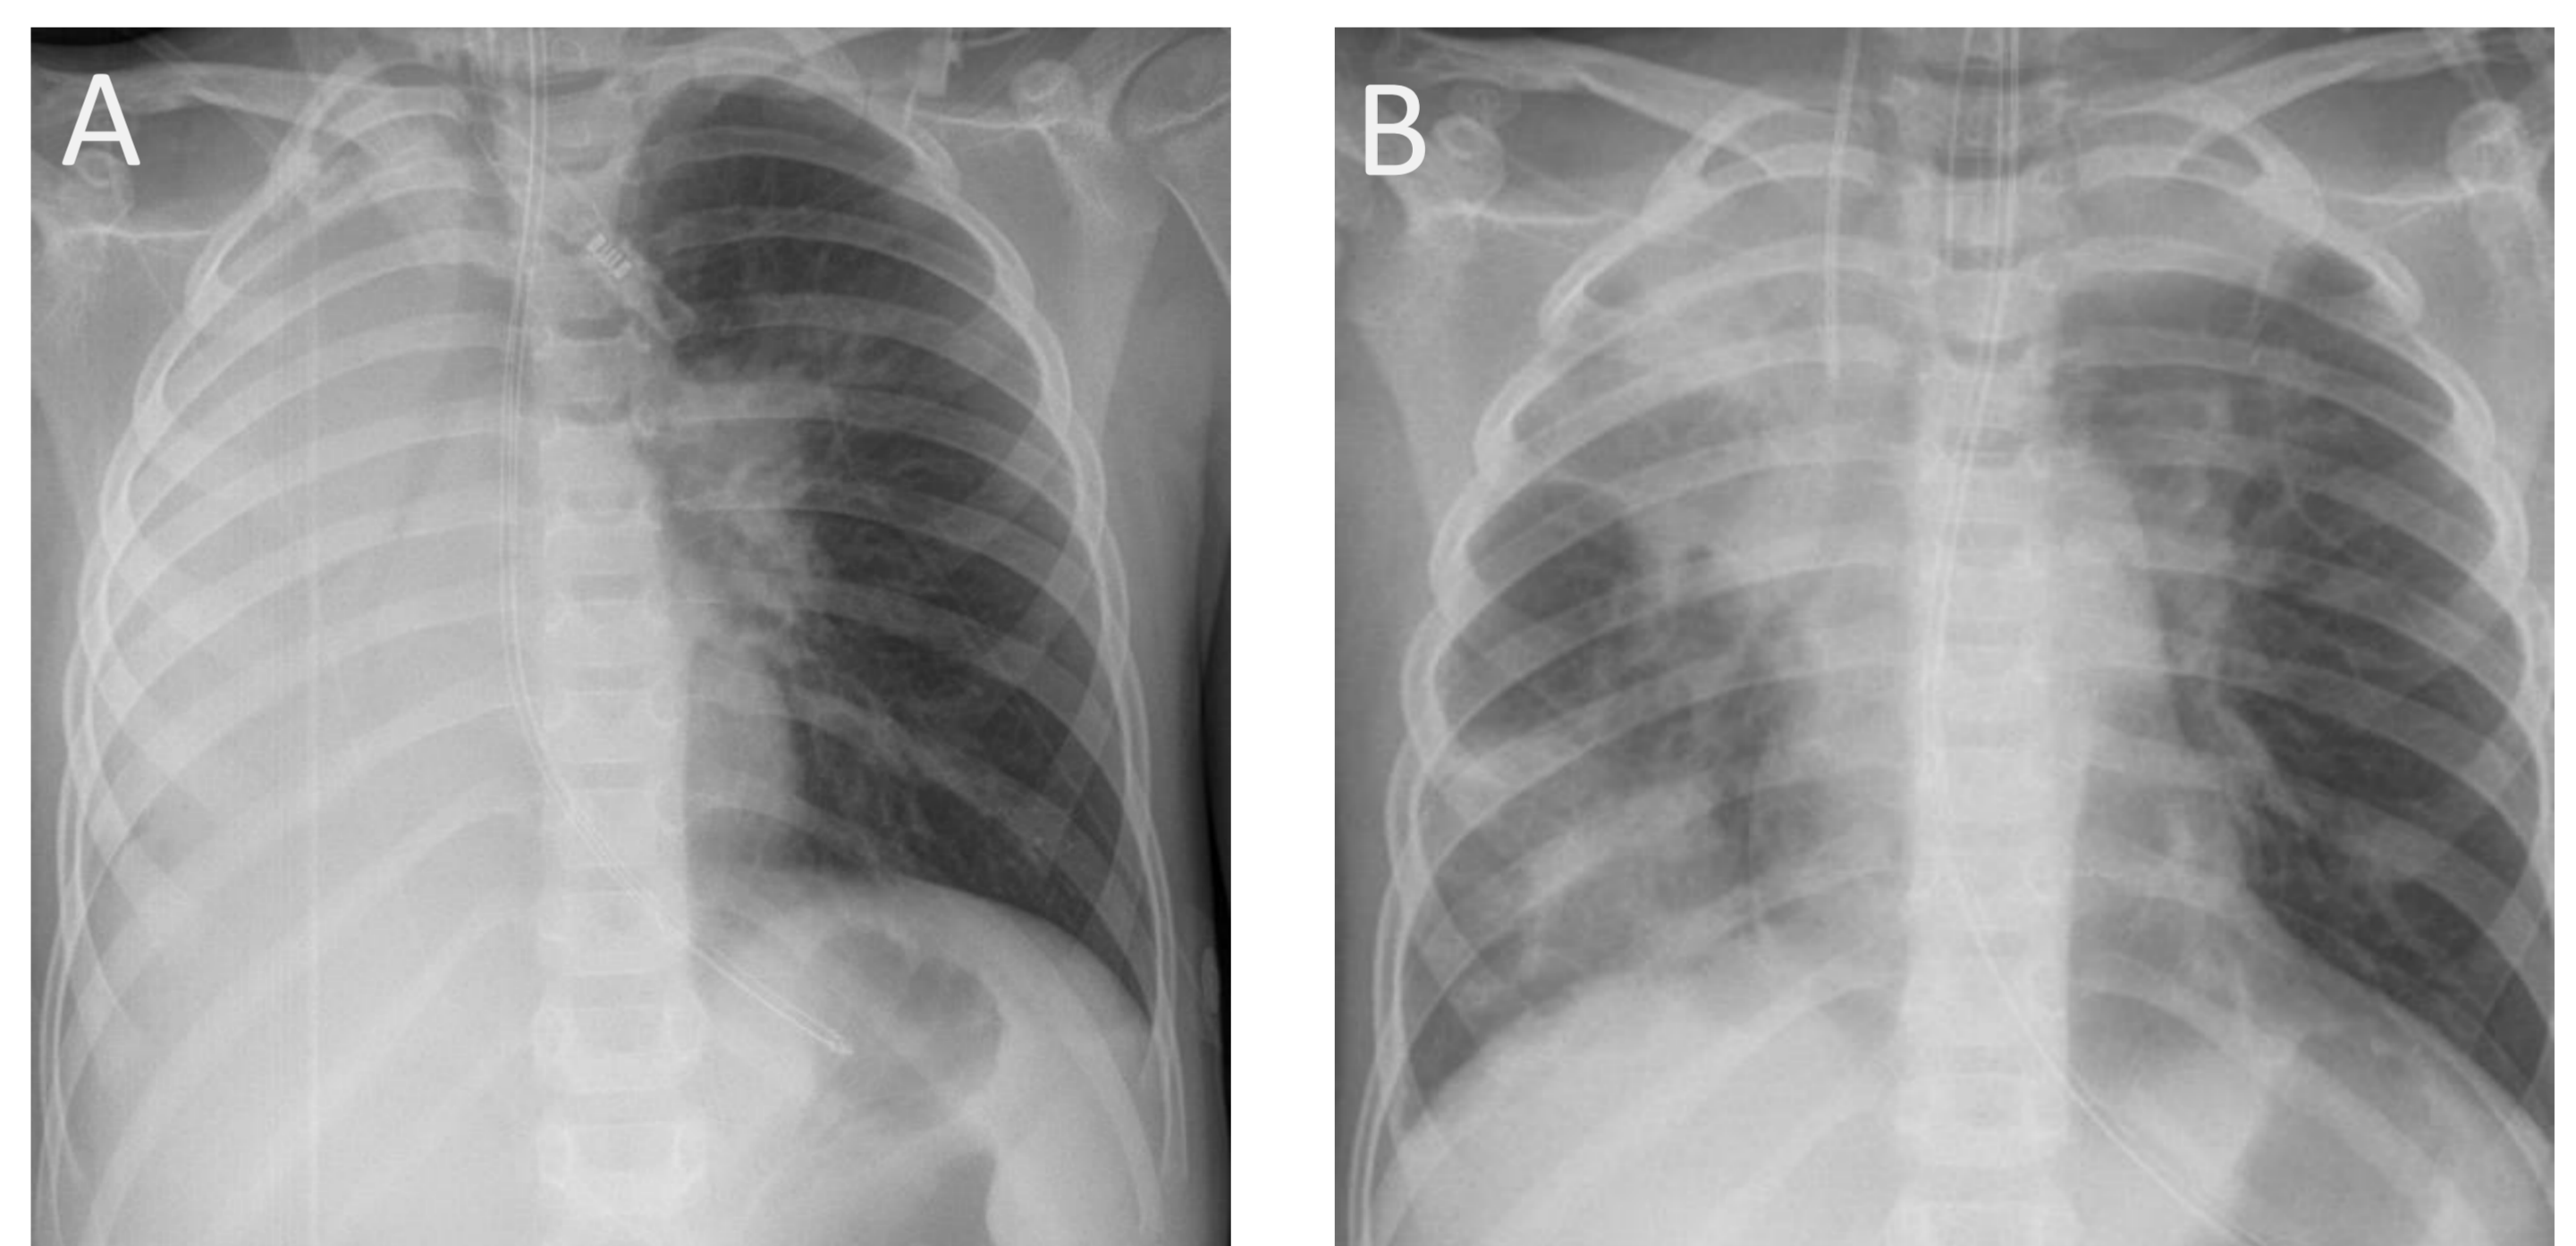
Röntgen Thorax Untersuchungen unter invasiver Beatmung an den Tagen 1 (A) und 4 (B) nach bronchoskopischer Intervention.
